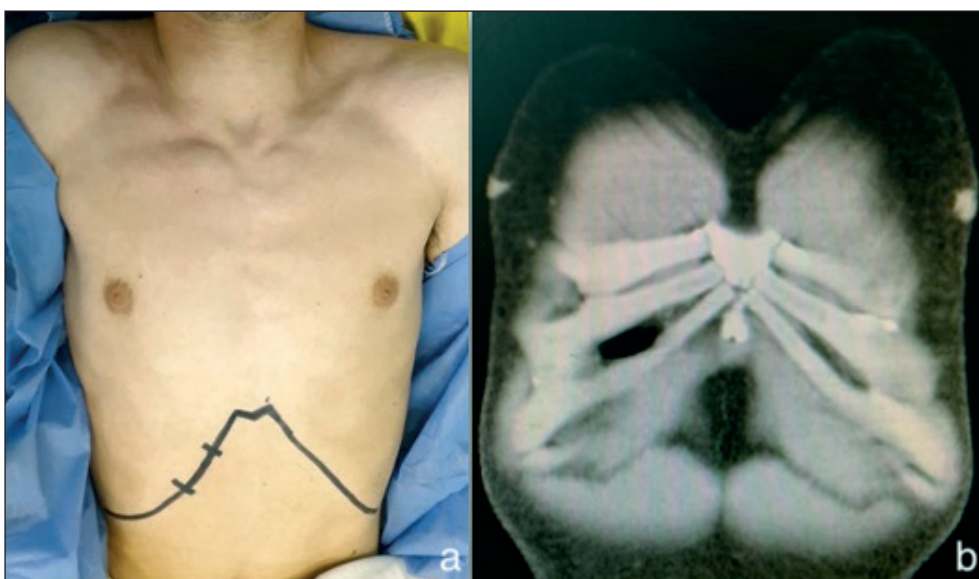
A. Intraoperatorio: marcaje de la incisión del sitio donante del cartílago costal. B. Tomografía computarizada de tórax preoperatoria (corte coronal).
